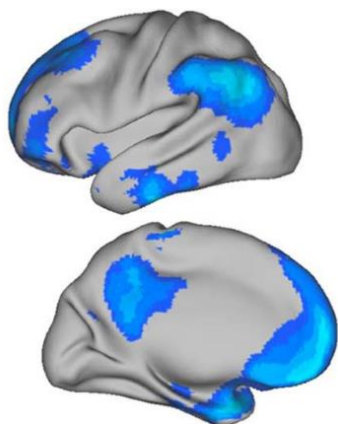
Regions de la DMN establertes per l'estudi de Shulman i col·laboradors (1997). Les dades es van obtenir a partir de la tècnica del PET i les àrees blaves fan referència a les regions més actives durant les tasques passives⁷.
